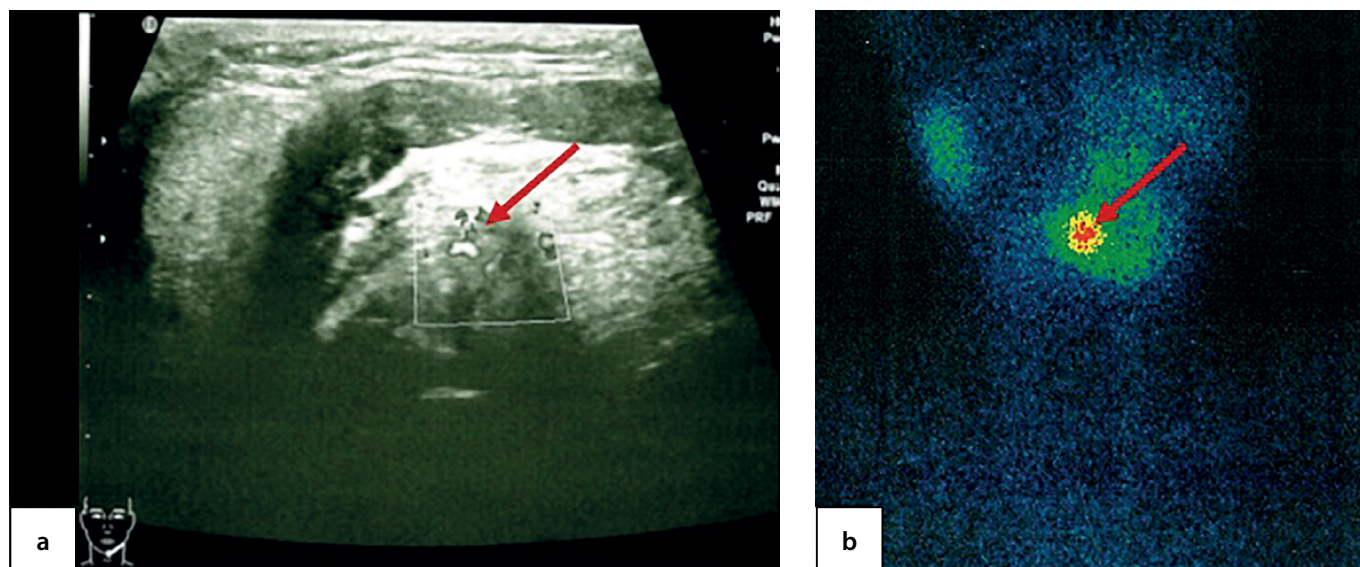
Эктопированная ткань ЩЖ в корень языка у ребенка 7,5 года по данным УЗИ (а) и скintiграфии с ^{99m}Tc -пертехнетатом (b).
